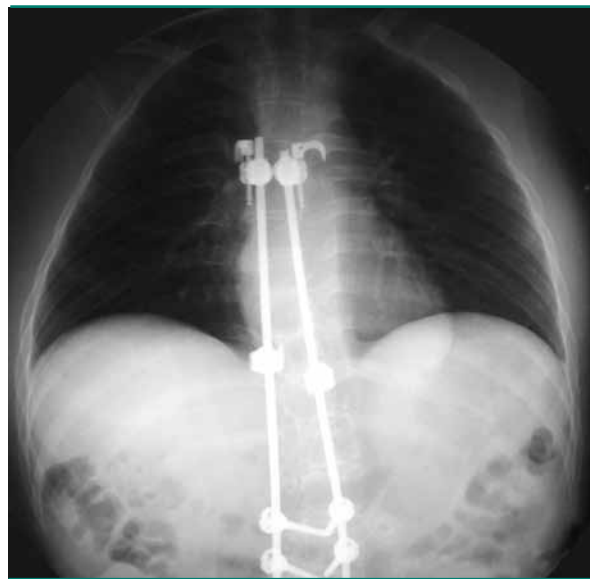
Röntgen-Thorax eines Patienten mit M. Duchenne nach Wirbelsäulenstabilisierung
